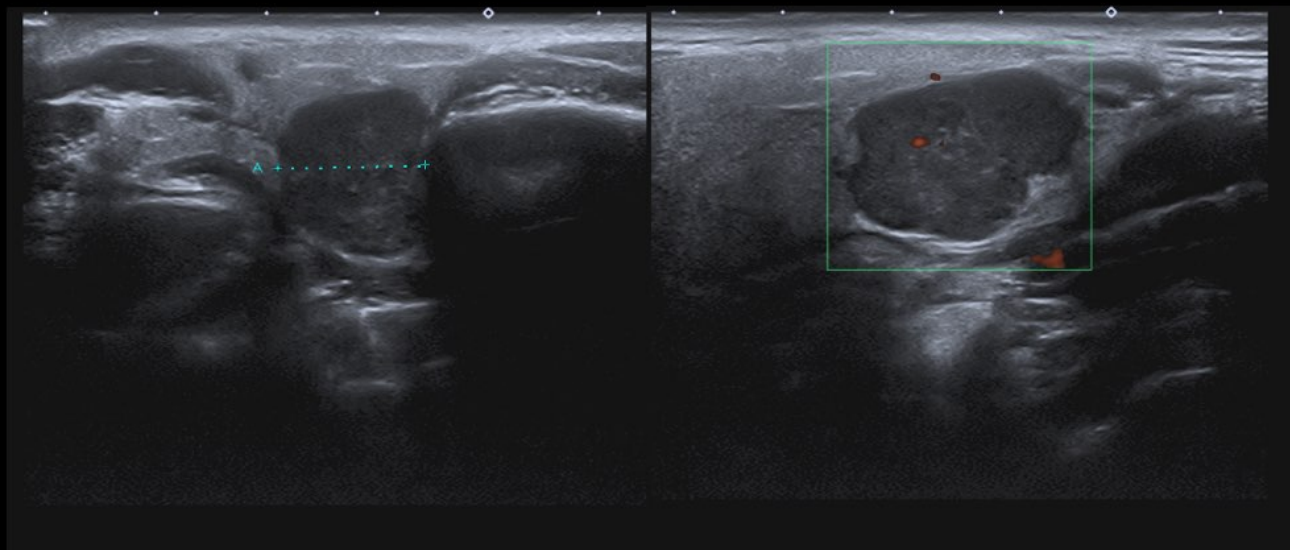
Ecografía. Adenoma pleomorfo localizado en lóbulo profundo parotídeo confirmado tras cirugía.
